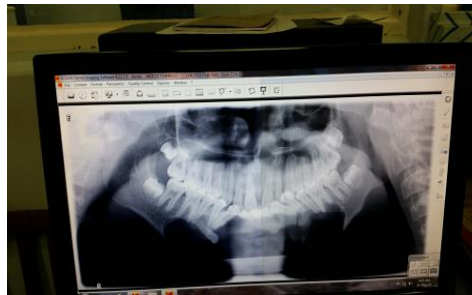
Ortopantomografía realizada.
